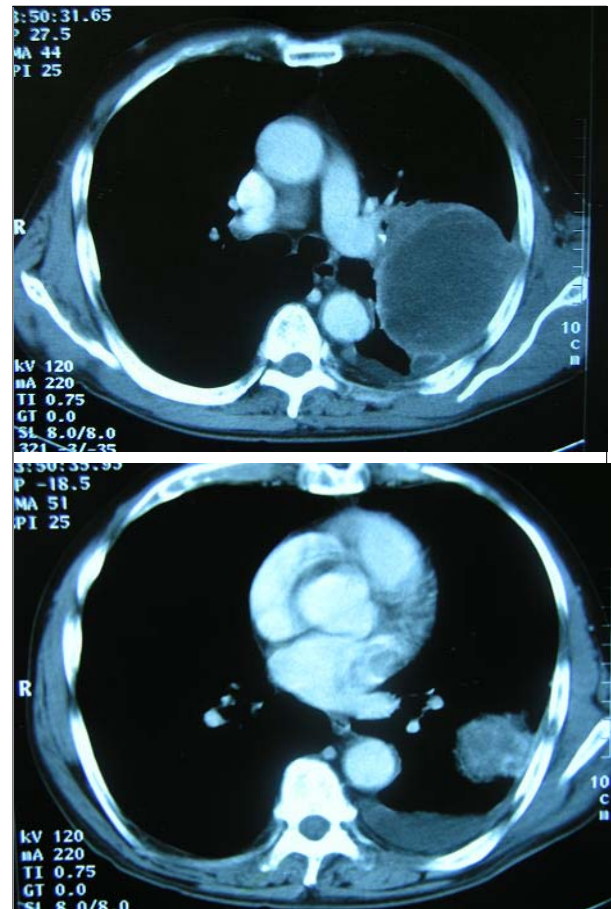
Chest CT (A) shows a 9×8×10cm sized, large round mass in the left upper and lower lobes. (B) shows an amorphous low density lesion within the Left atrium suggesting a cardiac invasion.
